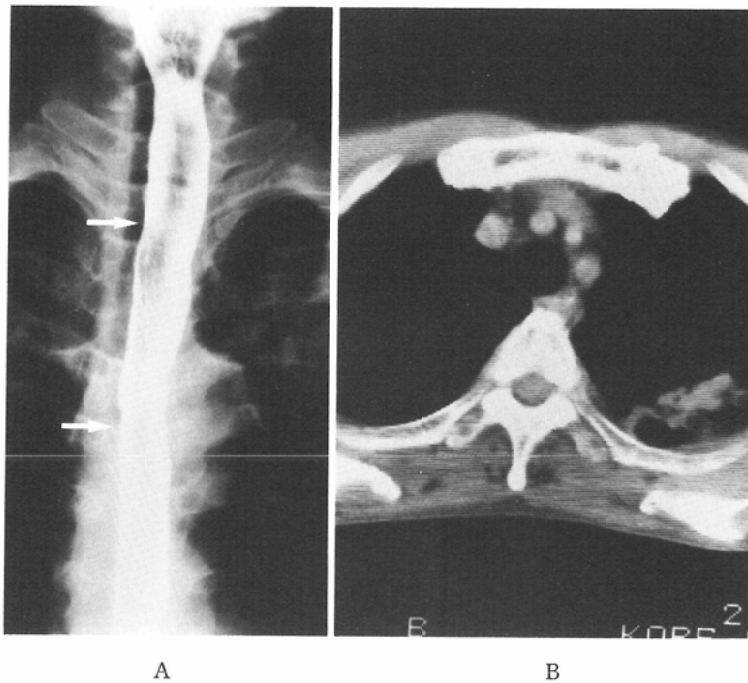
Classification of CT type of esophageal carcinoma. Normal-like type. A. Barium study only shows slight rigidity of bilateral esophageal wall (arrows) and slight irregularity of esophageal mucosa. This spreading superficial elevated type happened to be found by endoscopic examination of upper G.I. tract. B. Tumor cannot be detected on CT image, though the tumor must exist on this slice. Degree of invasion to the adventitia of this case is confirmed Ao (early cancer) by operation.
